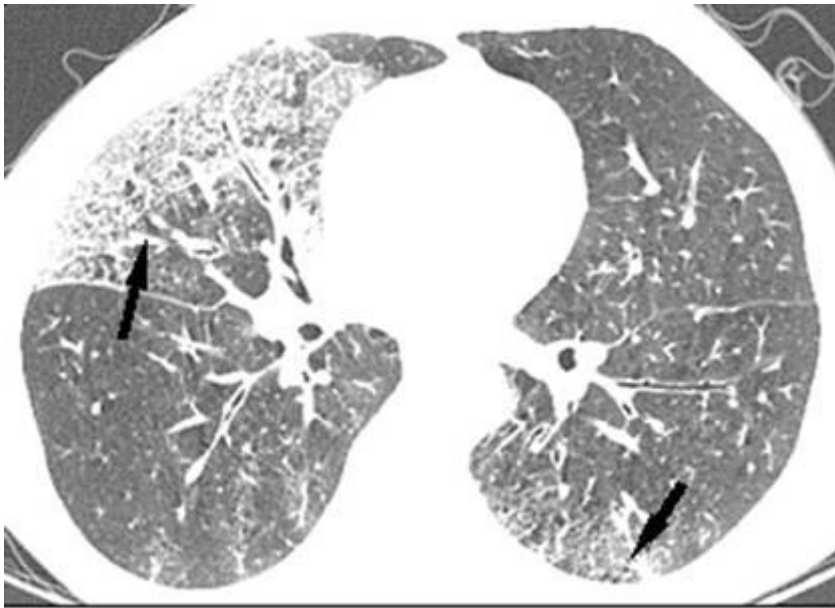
На компьютерной томограмме определяются множественные участки уплотнения интерстиция (стрелки), преимущественно субплевральной локализации, на фоне зон «матового стекла».
